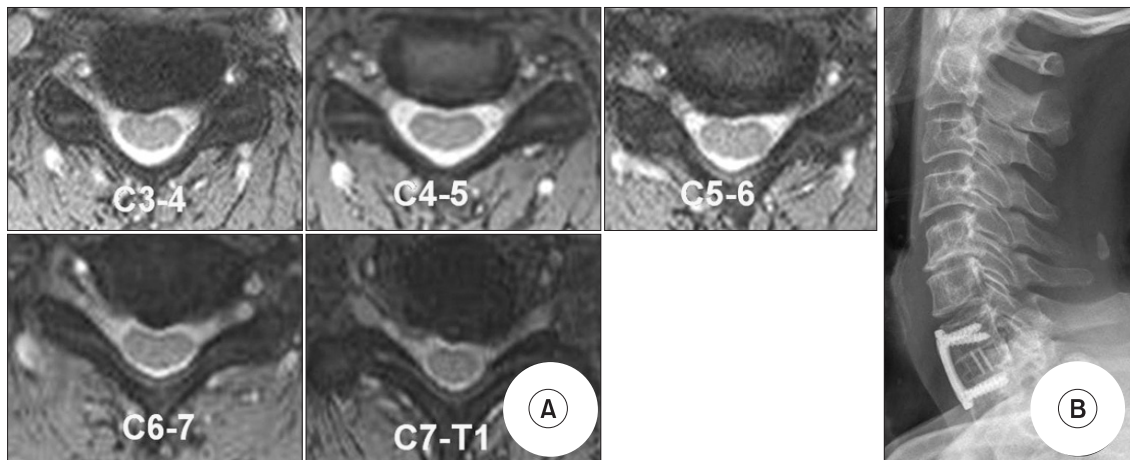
A 64-year-old female visited due to the neck discomfort and left upper extremity radiating pain. Pre-operative physical examination showed left 4th and 5th finger tingling sensation and motor weakness of grade 4 in left wrist flexor and finger flexion. EMG showed no detectable abnormality. (A) Preoperative MRI. The levels of C3-4, 5-6 and C7-T1 were regarded as positive. (B) Anterior cervical disectomy and fusion of C7-T1 were performed. In the operative finding, left C8 nerve root was compressed by left uncovertebral joint hypertrophy.
